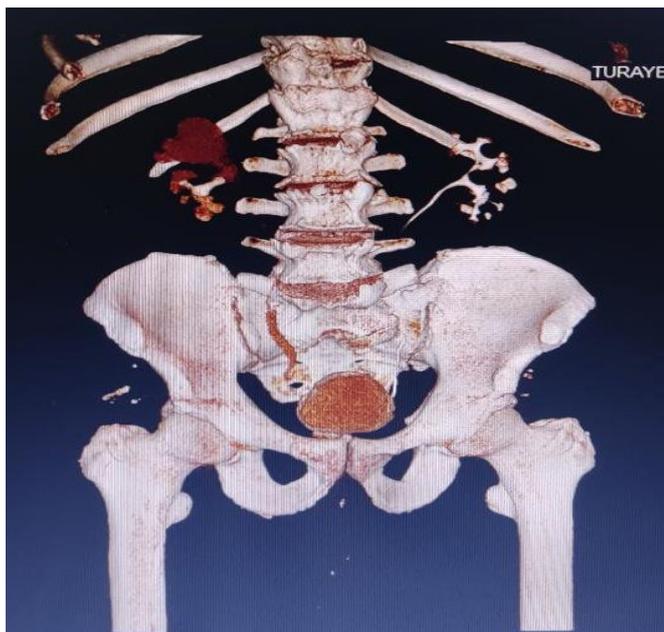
Кавернозная форма ТБ правой почки(КТ – урография 3D реконструкции)
